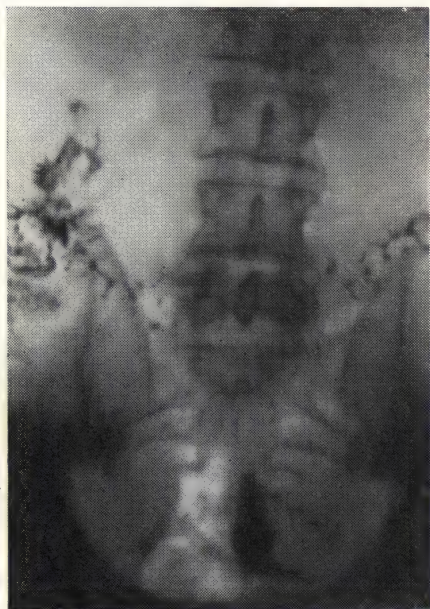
Колит II (рентгенограмма).
